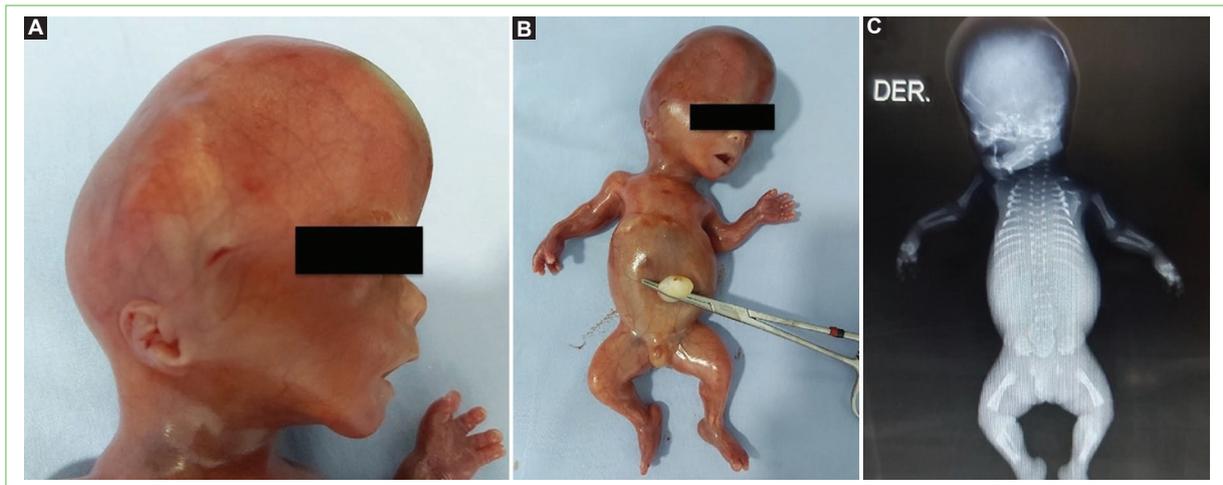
Images of the fetus after birth. A: lateral view of the face, prominent occiput, low implantation of the ears, hypoplastic nasal bridge; B: frontal view of the fetus, cloverleaf skull, mesomelic and rhizomelic shortening of upper and lower limbs, ulnar deviation of both hands, thorax-abdomen disproportion; C: full body X-ray, generalized long bones shortening was observed, no fractures, angulations or low levels of bone mineralization were evident.
